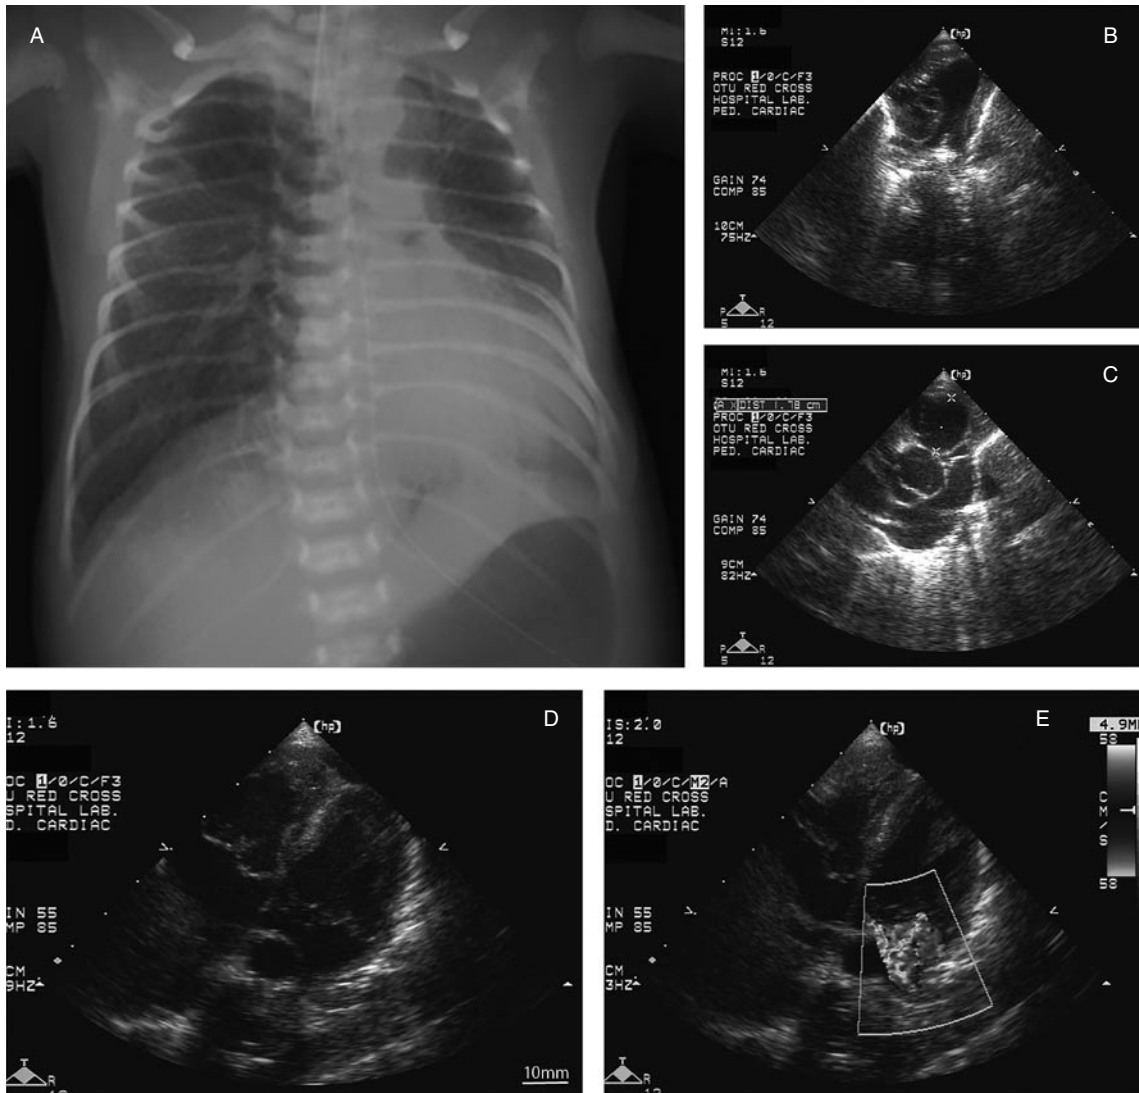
Chest X-ray and echocardiographic images
